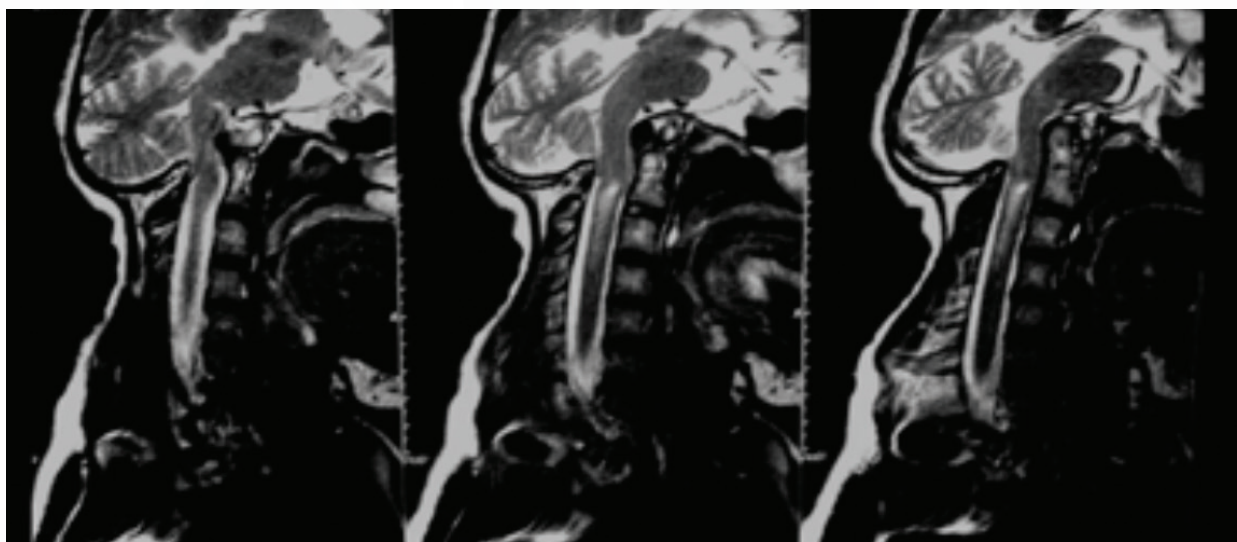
Image IRM de protrusion basilaire [collection G. Finidori]
